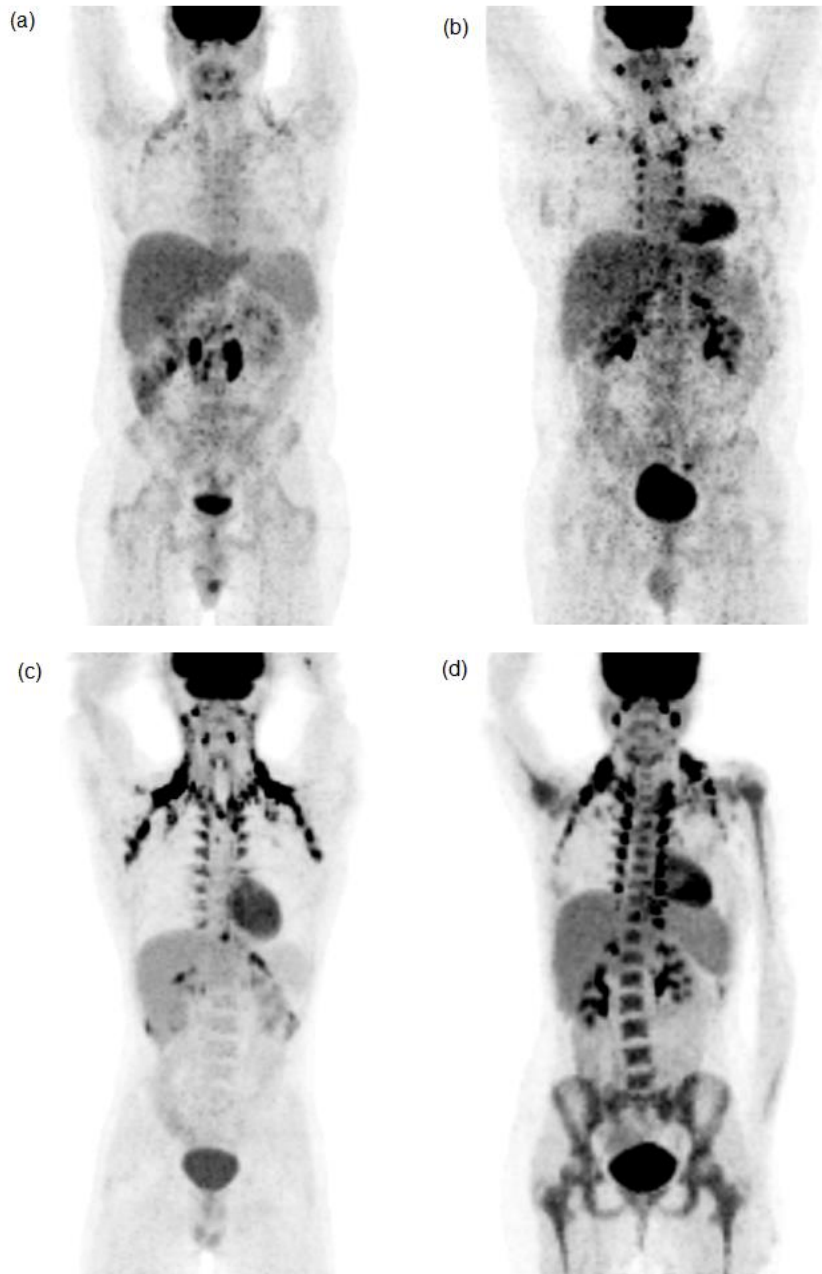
(a) geringe und (b) moderate BAT-Aktivität. In Abbildung a ist die PET/CT-Untersuchung im MIP-Modus (Maximum Intensity Projection) eines 24-jährigen Patienten mit Hodenkarzinom zu sehen. Der Patient hat einen BMI von 26,7. Die Tageshöchsttemperatur des Tages hat 27,8 °C und die Tagestiefsttemperatur 20 °C in Tübingen betragen. Abbildung b zeigt die Untersuchung eines 42-jährigen Patienten mit Keimzelltumor. Der Patient hat einen BMI von
